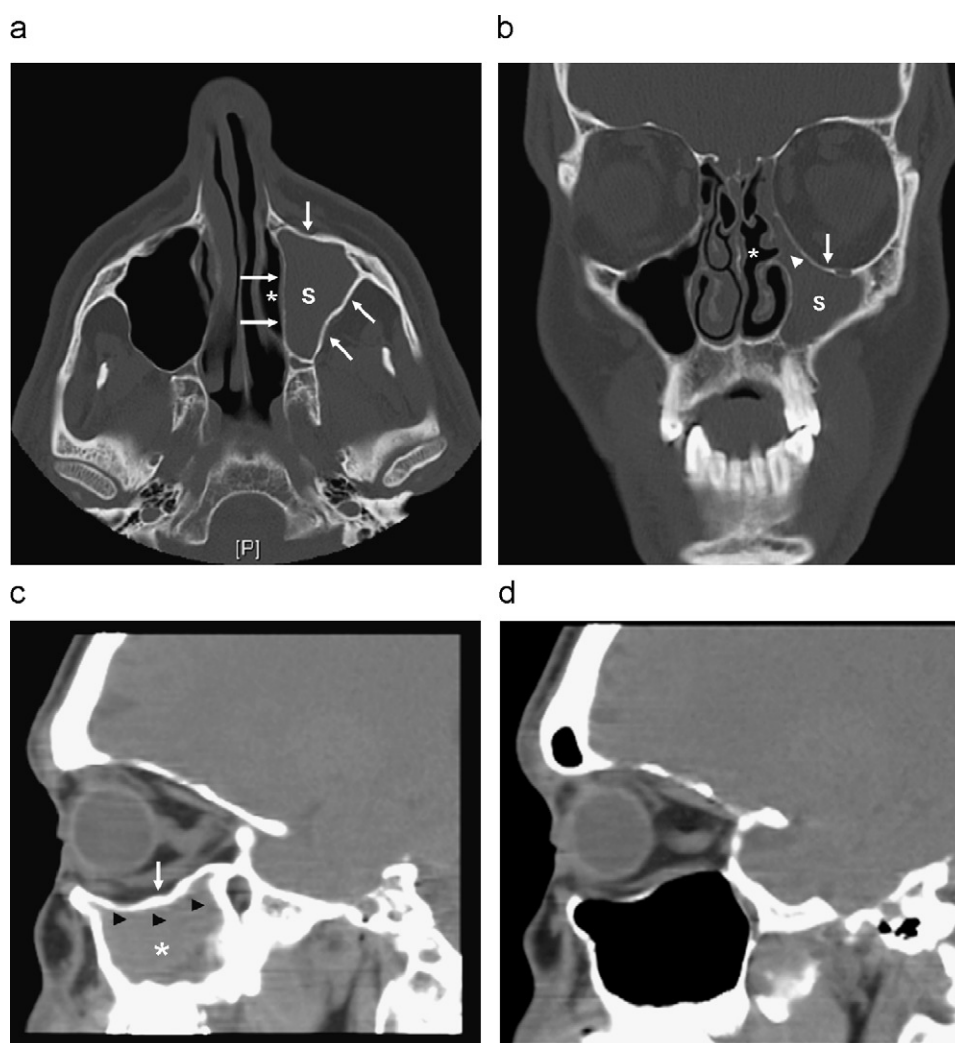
Imagen axial (a), coronal (b) y sagital (c) de tomografía computarizada sinusal en paciente con síndrome del seno silente. Las paredes del seno maxilar izquierdo están retraídas y remodeladas (flechas) hacia la cavidad del seno (S) ocupada por secreciones. Obstrucción del infundíbulo (cabeza de flecha) y aumento secundario del tamaño del meato medio (asterisco). Imagen sagital (d) del seno maxilar contralateral de características normales.
